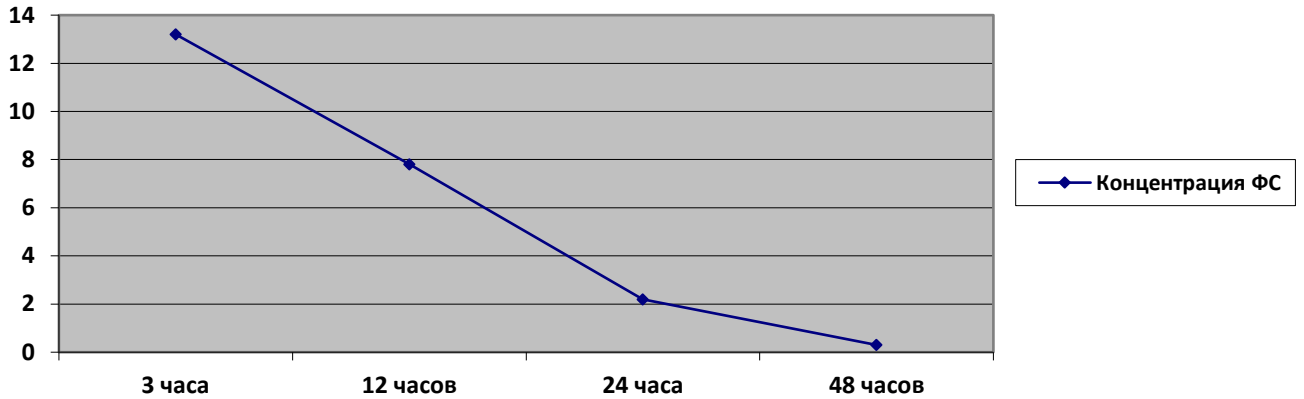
Динамика средней концентрации ФС в сыворотке крови через 3, 12, 24 и 48 часов после начала инфузии.
